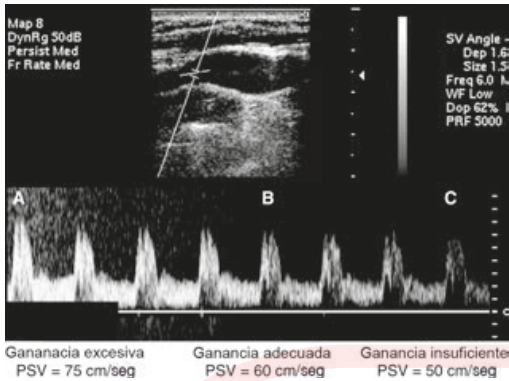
Ganancia Doppler. La estimación adecuada de la velocidad requiere ajuste de ganancia Doppler adecuado. La ganancia excesiva causará sobreestimación del pico de velocidad (A), y la ganancia insuficiente resultará en subestimación de la velocidad (C). Para ajustar la ganancia de forma adecuada, el volumen de la muestra y el ángulo Doppler se establecen primero en el sitio de la muestra. La ganancia se aumenta hasta que aparece ruido de fondo (A), entonces se reduce gradualmente justo hasta el punto en el que el ruido de fondo desaparece de la imagen (B). PSV, pico de velocidad sistólica.
